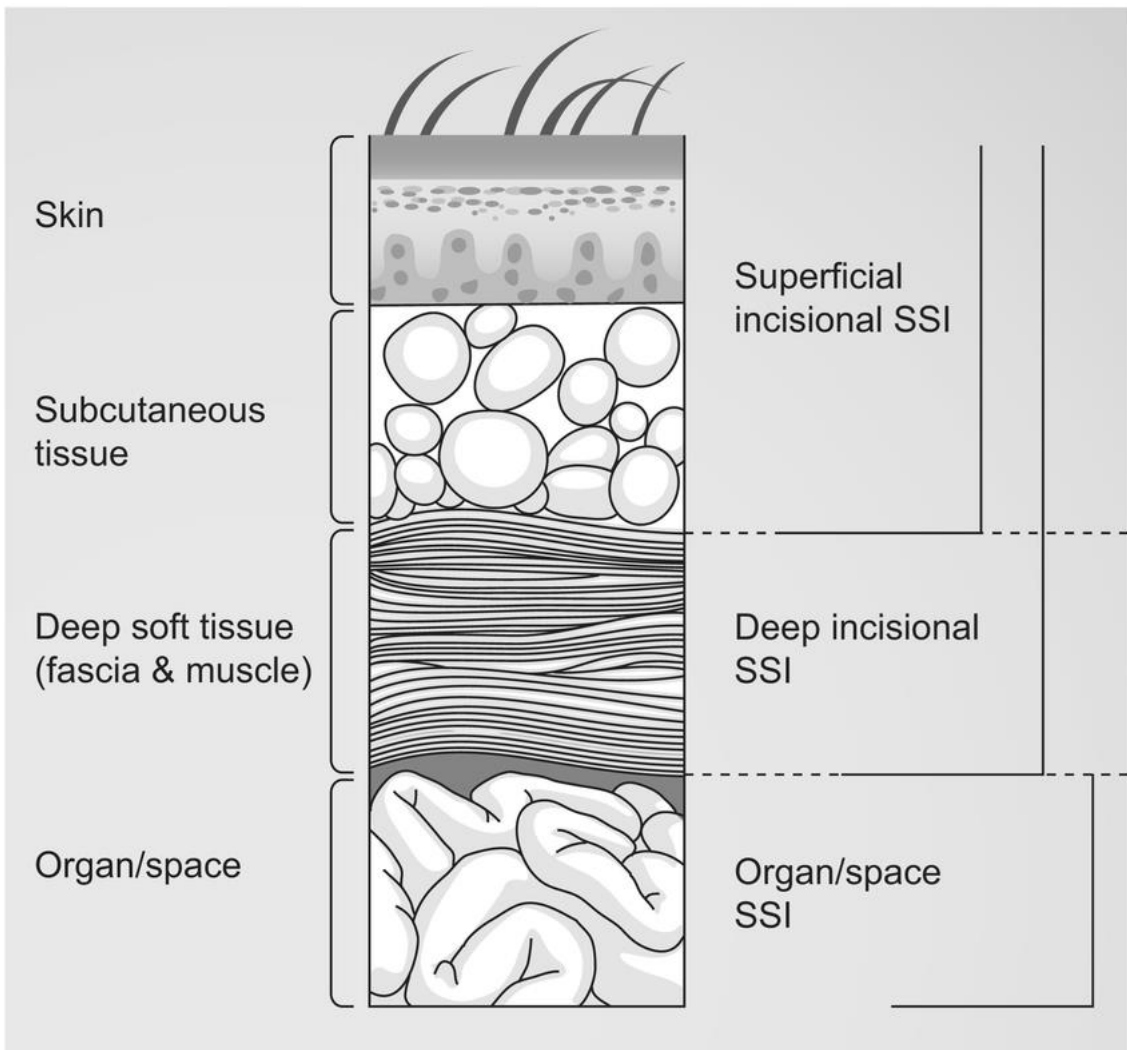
CDC National Healthcare Safety Network (NHSN) classification for surgical site infection. Modified from Horan TC, et al. (ursprünglich farbig, hier in Schwarz-Weiß) (nach Horan et al. (1992))
